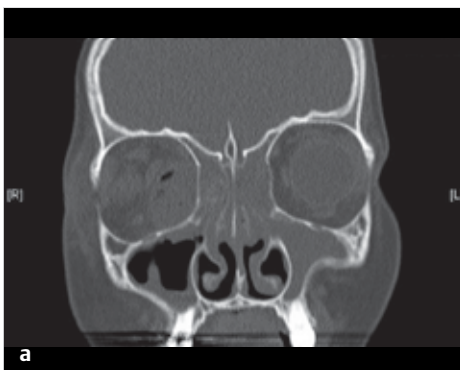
Sinusitis ethmoidalis. Computertomografisch sichtbarer subperiostaler Abszess rechts an die mediale Orbitawand angrenzend. Die Luftsinschlüsse lassen gasbildende Bakterien vermuten.
